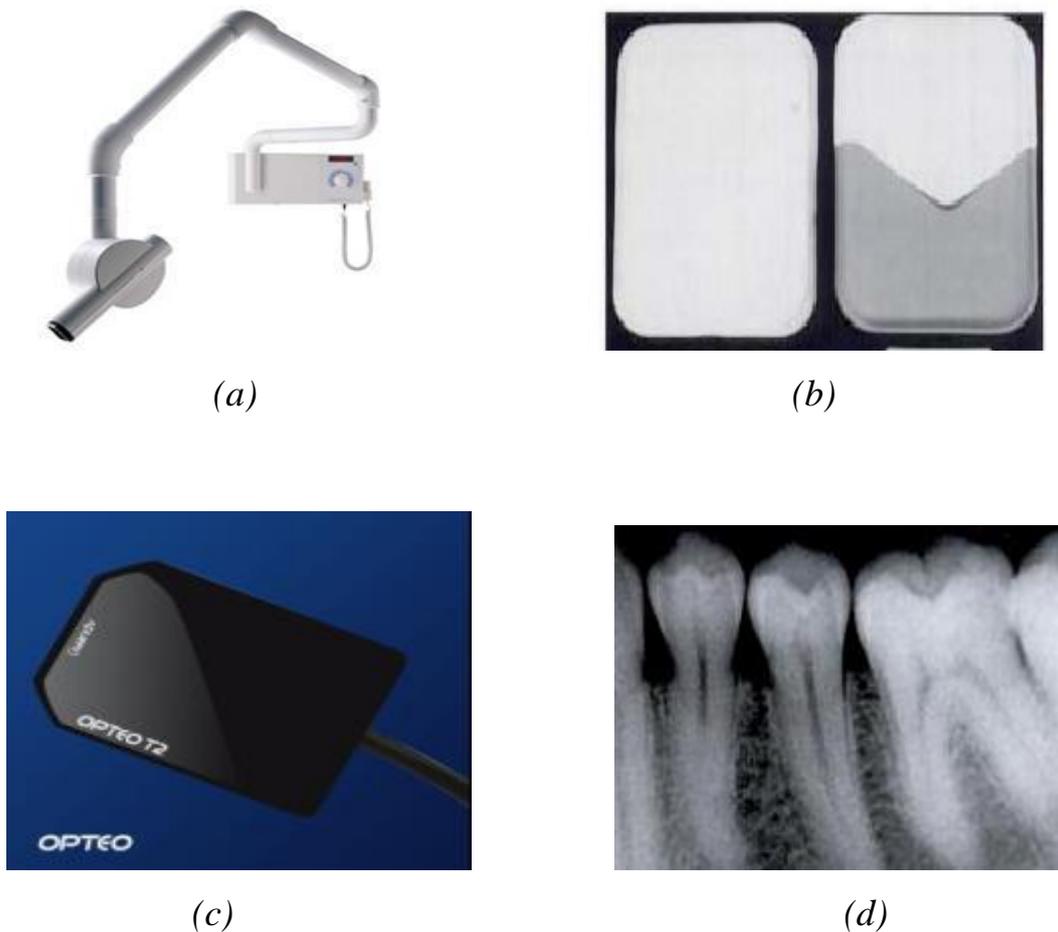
Appareil radiographie intraorale (a), Le film argentique (b), Le capteur numérique type RVG (c), Radiographie retro alvéolaire (d)
